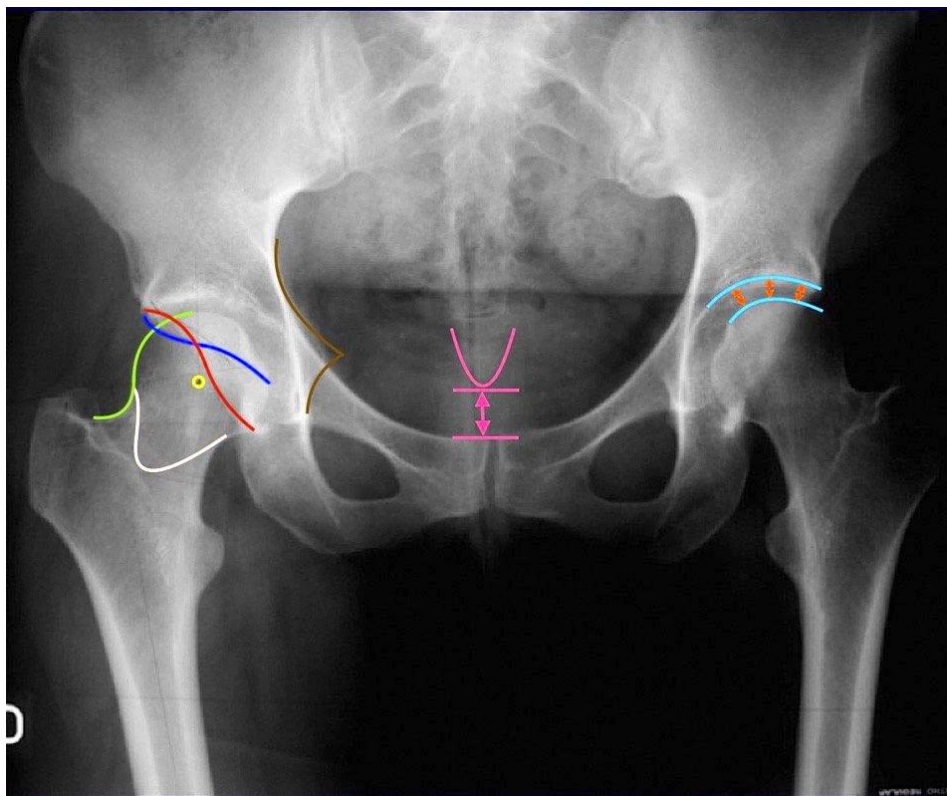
Систематический анализ обзорной рентгенограммы тазобедренных суставов в прямой проекции. 1.
